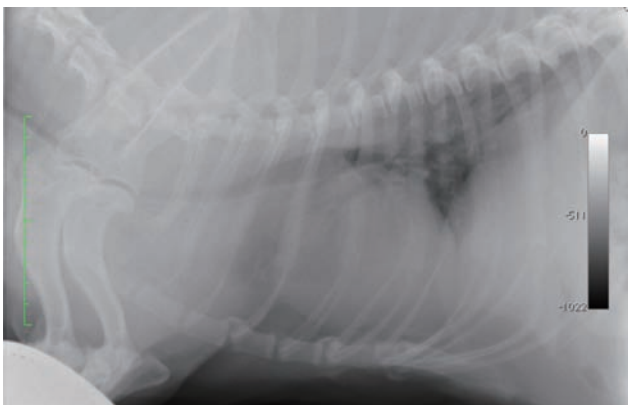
初診時胸部X線写真側面像。吸気。頸部気管の虚脱と後肺野のスリガラス状間質陰影が認められた
